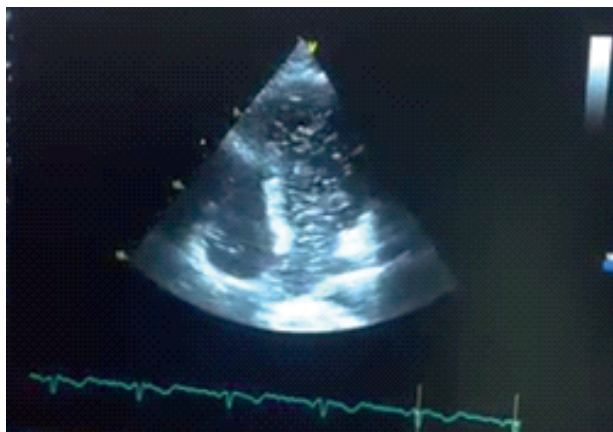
Eco-doppler cardíaco contrastado con burbujas, donde se evidencia pasaje de más de 20 burbujas en cavidades cardíacas
